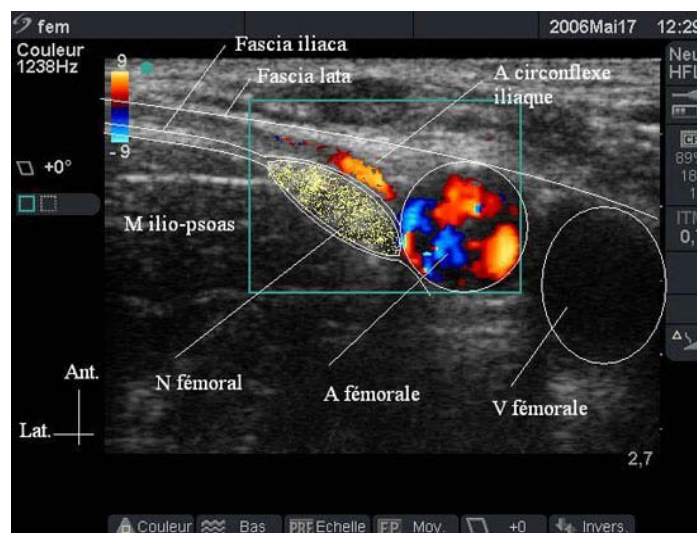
Bloc fémoral à l'échographie
